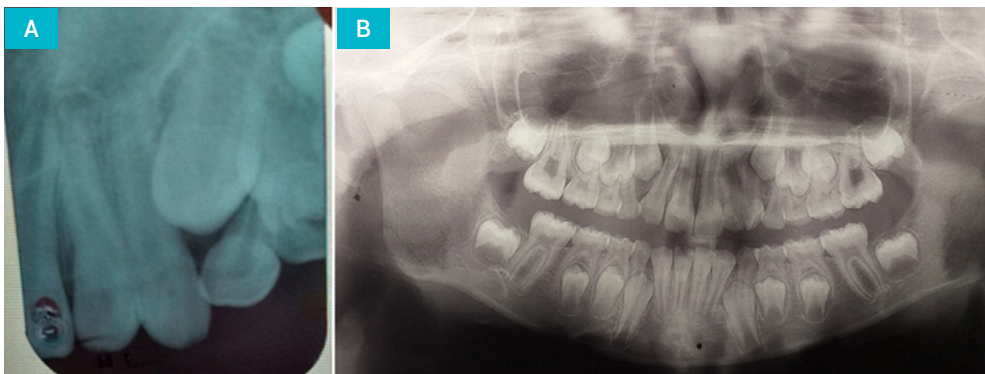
Radiografías de diagnóstico. Fusión completa de las coronas y hasta el tercio medio de la raíz, con cámaras y conductos independientes se observa en la radiografía periapical (A) y en la radiografía panorámica (B)
